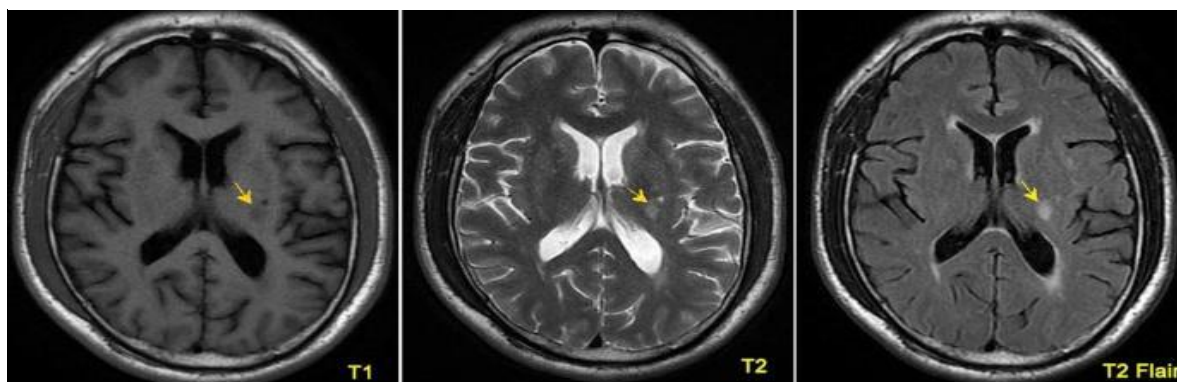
Padrões de hiperdensidades da substância branca em pacientes com CADASIL, observável em RM (Jouvent et al., 2019).
